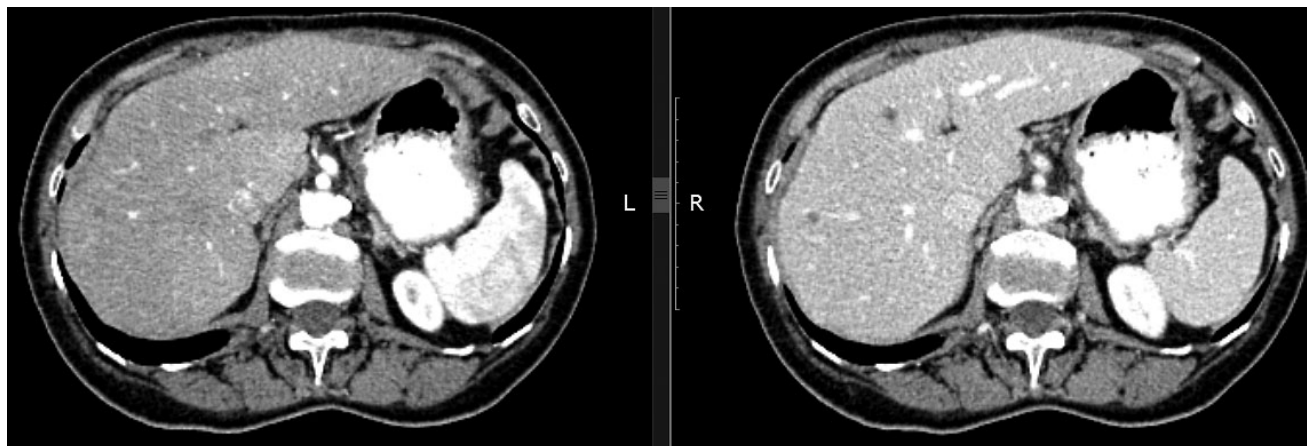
Компьютерные томограммы пациентки А. после шести циклов лечения
